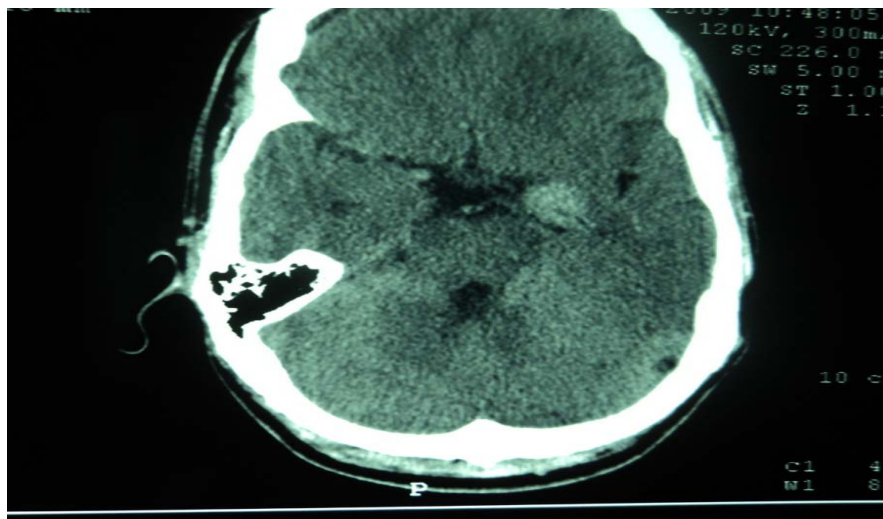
TDM en coupe axiale après injection du PDC montrant une formation arrondie temporale gauche spontanément hyperdense mesurant 20/16mm avec des calcifications prenant faiblement le PDC (service de Radiologie du CHU MED VI).
